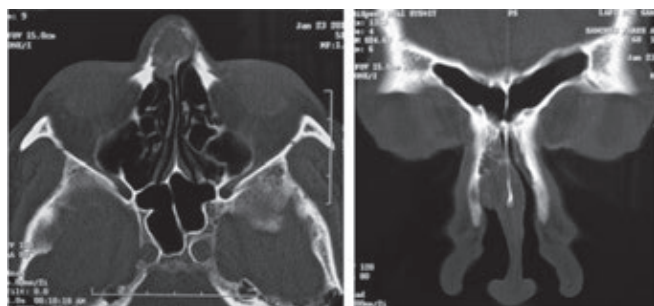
Tomografía computada en cortes axial y coronal con tumor dependiente de huesos nasales con erosión y remodelación de los huesos nasales y la lámina perpendicular del etmoides.
